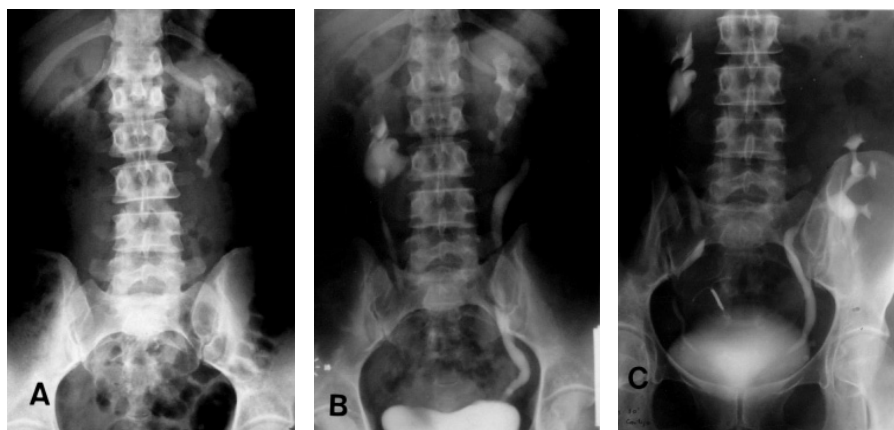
(Ob. 1). A, Radiografía simple. Litiasis coraliforme recurrente en riñón en herradura. B, UIV preoperatoria. C, UIV postoperatoria. Extracción completa del cálculo, autotrasplante del riñón izquierdo.
